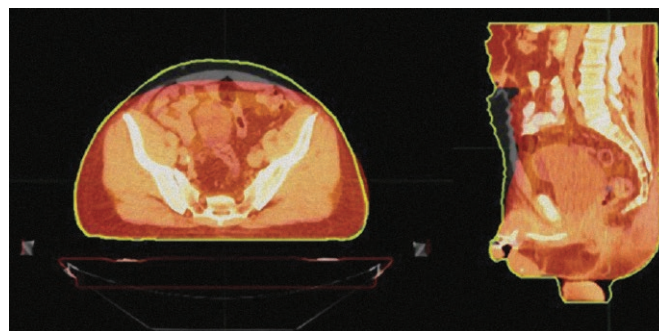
Daily Registration Reviewワークフローのスクリーンショット。当日のCT画像(カラー表示部)、治療計画時のCT画像(白黒表示部)、治療計画時の患者の体輪郭が表示されています。
